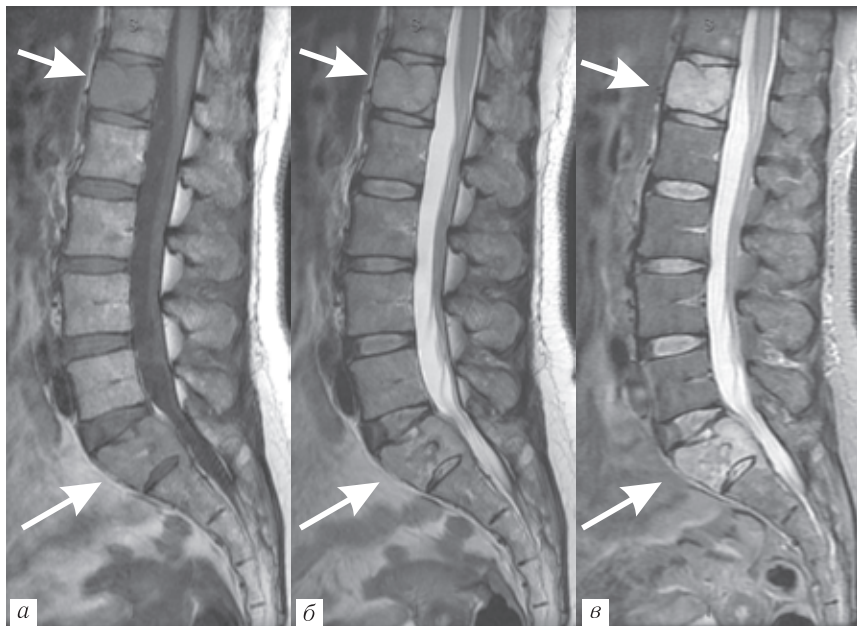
МРТ поясничного отдела позвоночника: T1-ВИ (а), T2-ВИ (б), STIR (в). Метастазы почечноклеточного рака (стрелки) не сопровождаются значимым снижением интенсивности МР-сигнала на T1-ВИ, но отчетливо дифференцируются на ИП-STIR
